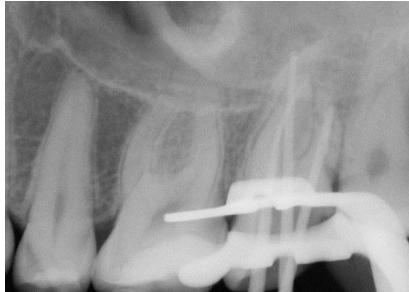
Radiografia periapical do teste dos cones
